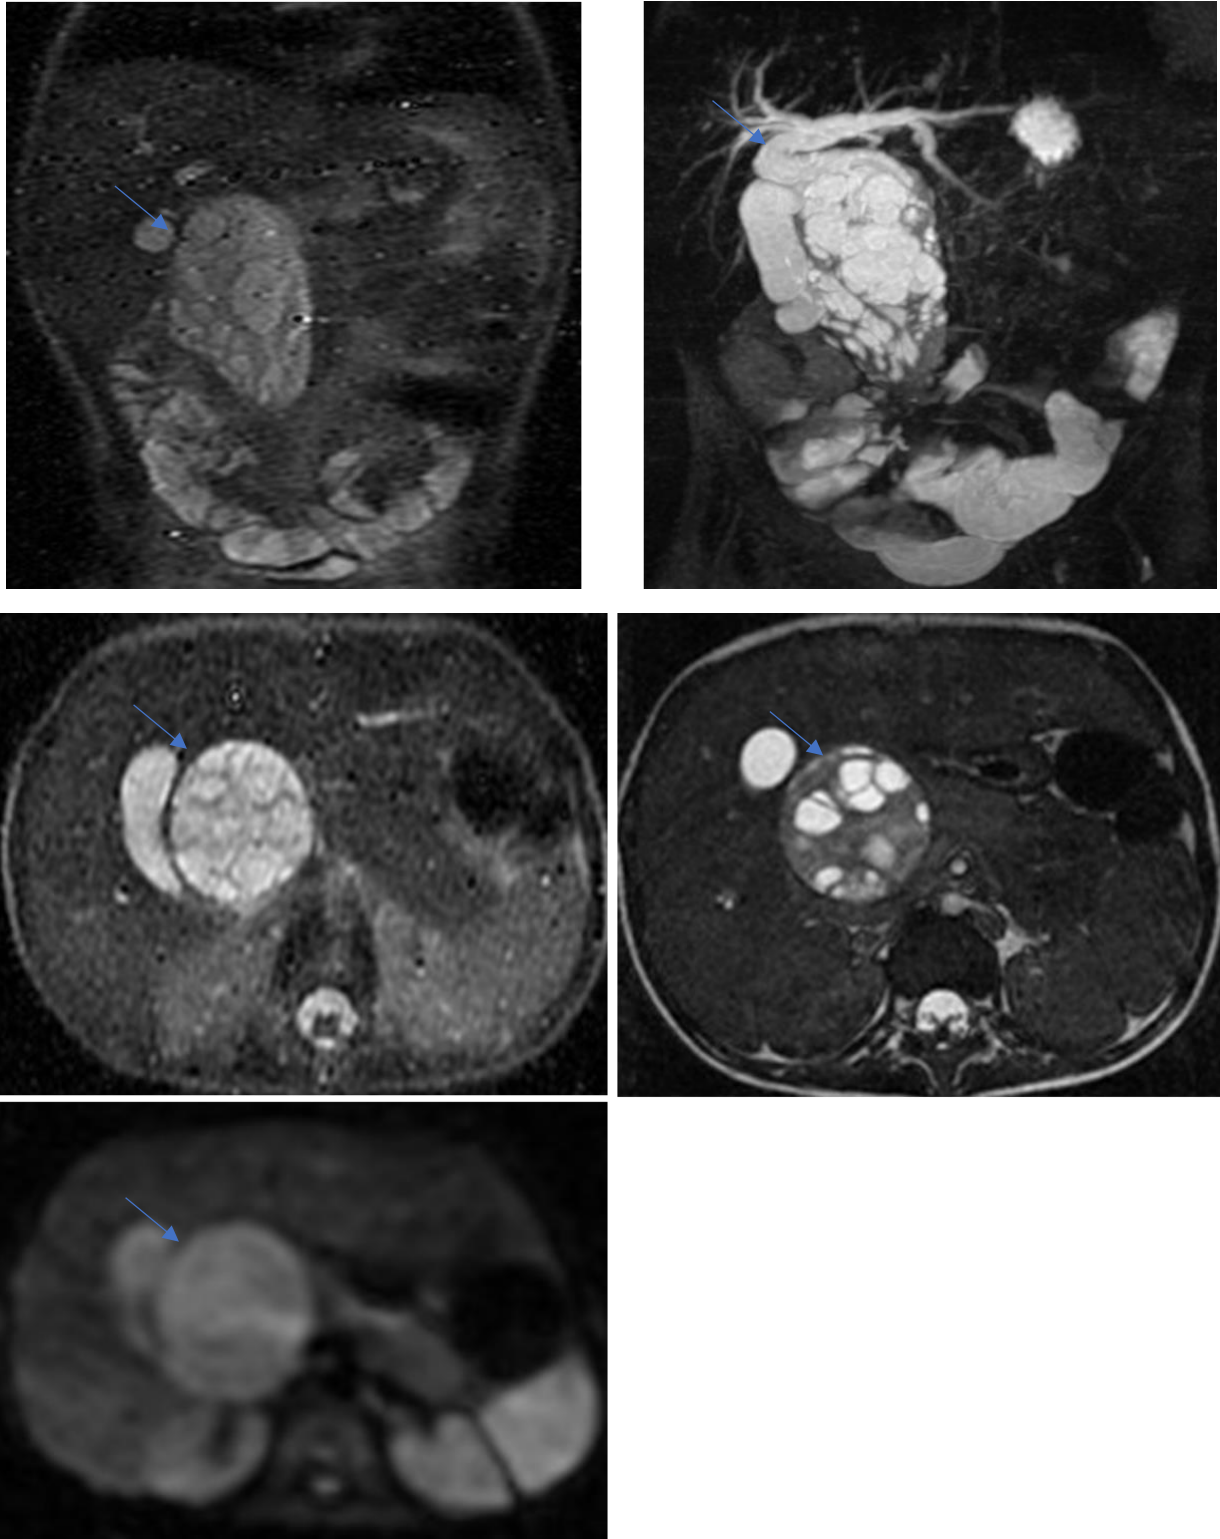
IRM abdominale : Volumineuse masse hilaire hépatique se développant dans la lumière de la VBP, de forme arrondie, contenant des cloisons épaisses et de multiples logettes liquidiennes décrites en hypersignal T2, hypersignal en diffusion. Elle est responsable d'une dilatation des voies biliaires intra-hépatiques d'amont.
